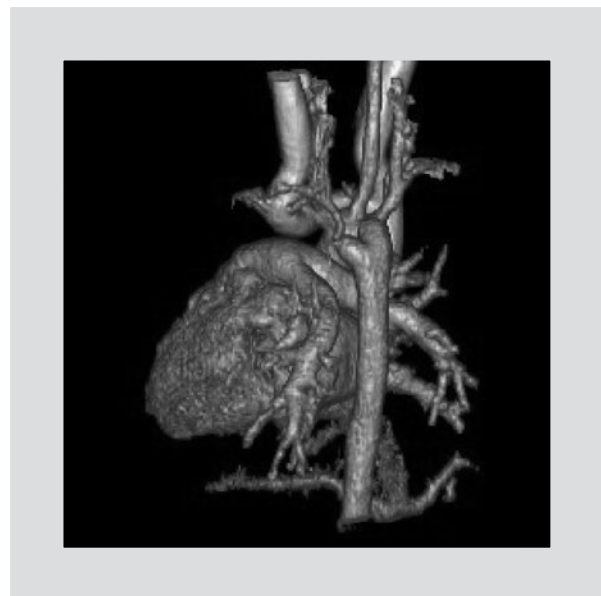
Reconstrucción 3D del estudio de angiotomografía computada. La visión es oblicua y se identifica la cara posterior del corazón, así como el trayecto hacia la derecha de la aorta torácica. Se aprecia el origen de la arteria subclavia en posición posterior y como último vaso del arco aórtico, que se origina de un divertículo de Kommerell.
